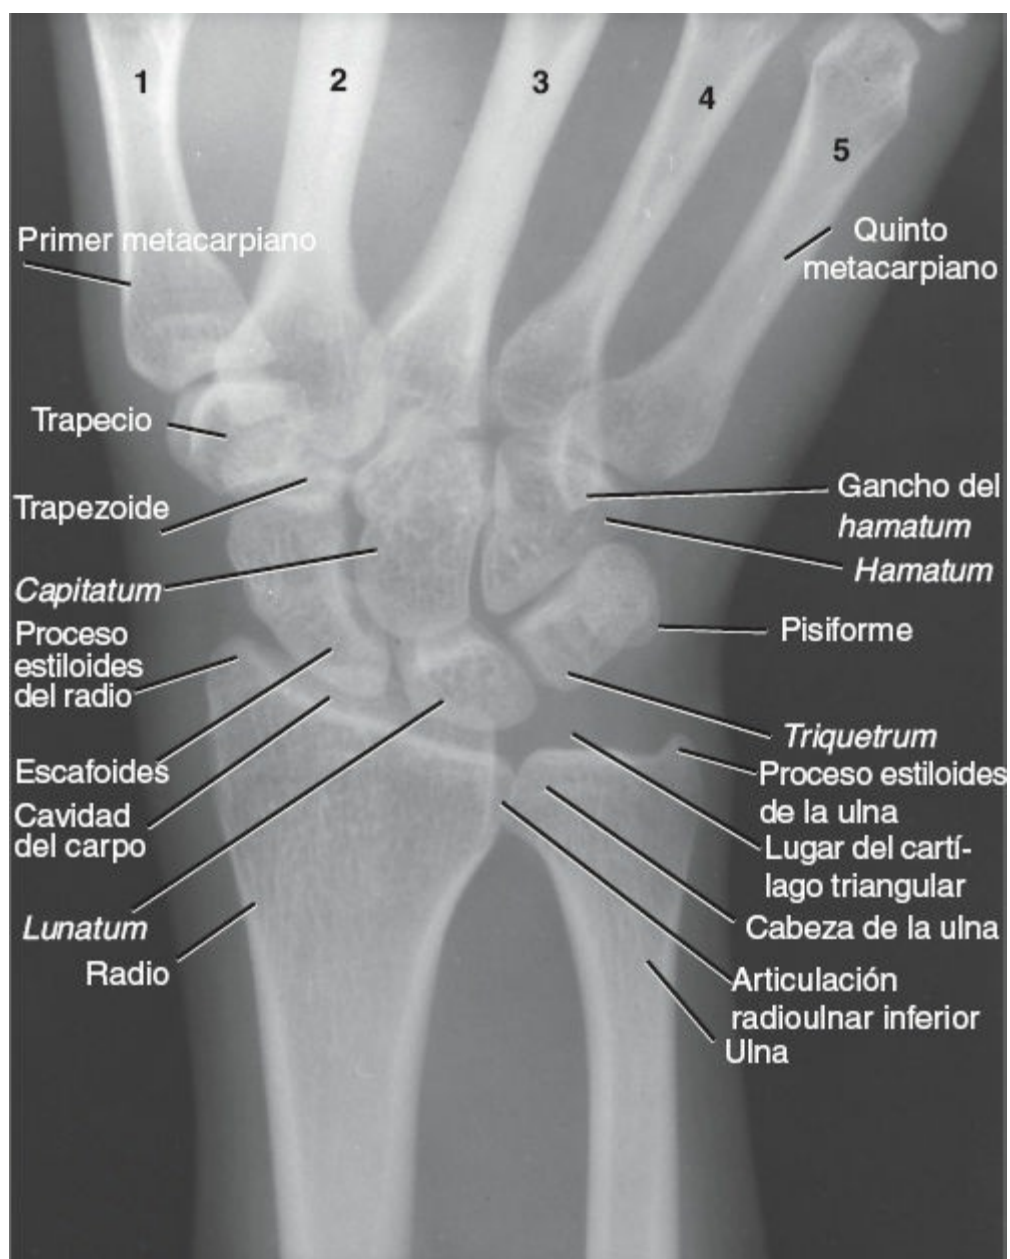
Radiografía posteroanterior de la muñeca con el antebrazo pronado.
